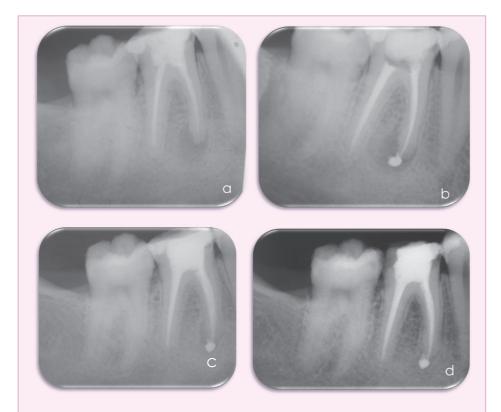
Fracaso del tratamiento de conductos del 4.6. A. Radiografía diagnóstica que muestra conductos poco instrumentados e infraobturados y presencia de lesión apical en las raíces mesiales. B. Radiografía final del retratamiento de conductos; se observa el sellado tridimensional de los conductos. C. Radiografía de control a los 6 meses que muestra mejoría de la lesión apical. D. Radiografía de seguimiento al año muestra curación completa de la lesión apical y el éxito del retratamiento.
